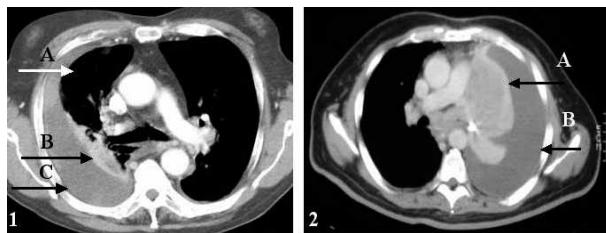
TAC de derrame pleural. 1. A, pulmón aireado. B, franja de pulmón atelectasiado por compresión del derrame. C, derrame pleural. 2. A, atelectasia completa del pulmón izquierdo. B, derrame pleural.
